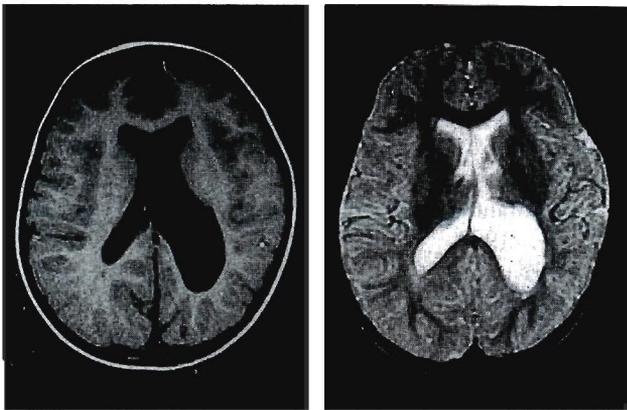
MRI on T1-weighted (Left) showed the ventricular dilation in the left hemisphere, particular in the posterior horn, along which MRI on T2-weighted (Right) demonstrated the linear hypointensity. But parenchymal lesions were not seen.
